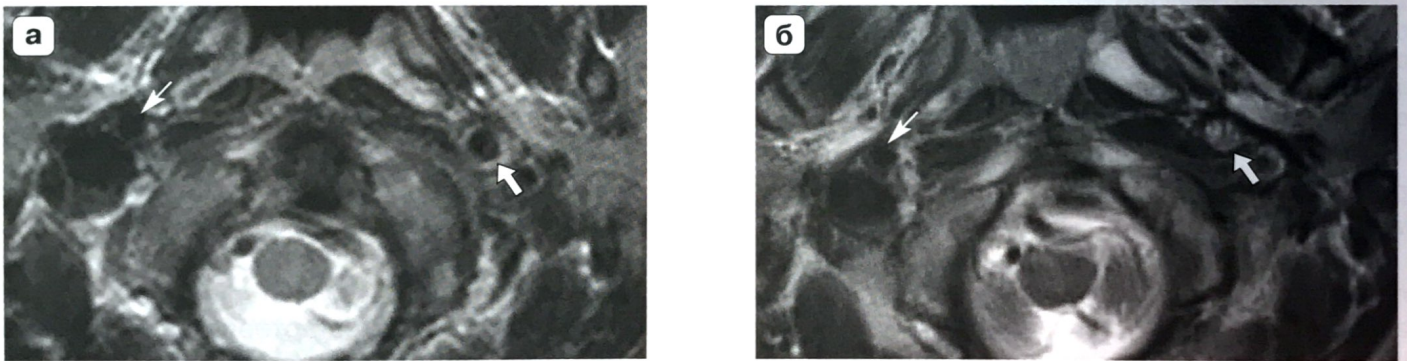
МР-томограммы в режиме T2, аксиальная проекция. а – диссекция левой ВСА (стрелка), 48 ч от момента возникновения клинической симптоматики. Гипоинтенсивный сигнал от ИМГ, просвет артерии не визуализируется, наружный диаметр артерии расширен. Правая ВСА не изменена; б – диссекция левой ВСА, 14 дней от момента возникновения симптоматики. Гиперинтенсивный сигнал от ИМГ, просвет артерии не визуализируется. Правая ВСА не изменена.
